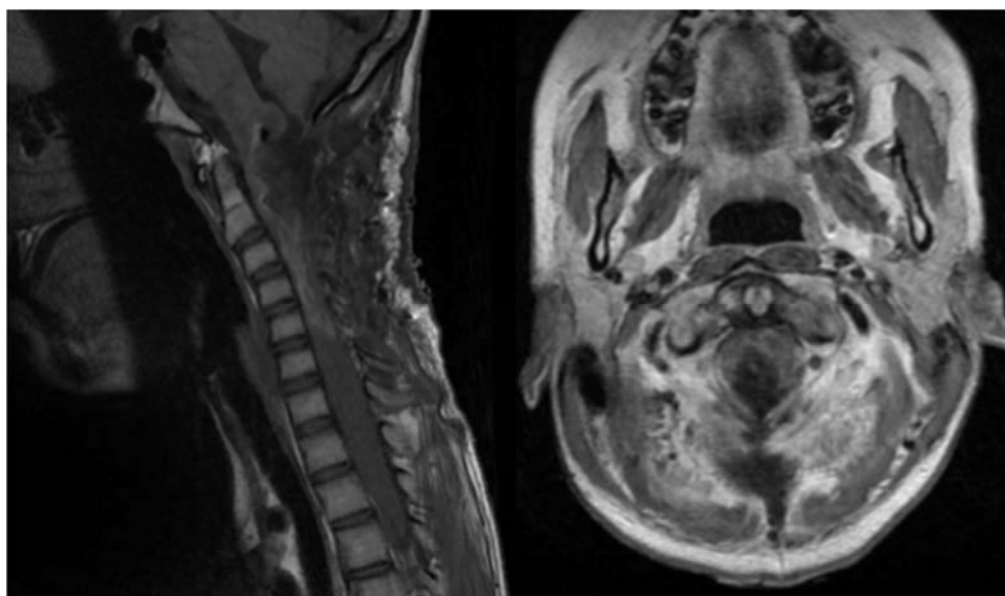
МРТ цервико-медуллярного перехода после повторной операции, отмечается небольшой остаток опухоли
